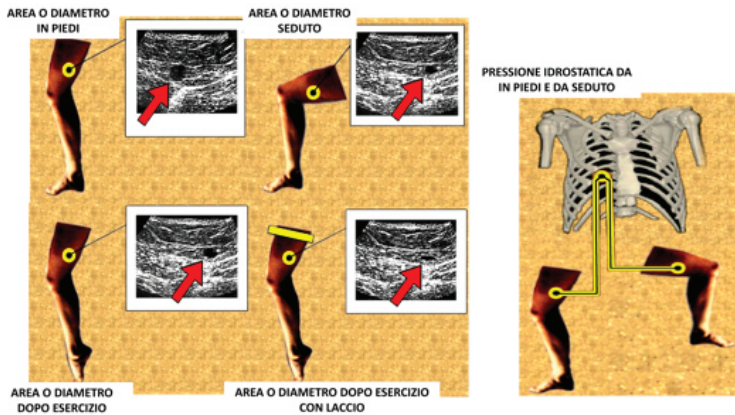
Metodo clinico ultrasonoro e non invasivo di misurazione dei 6 parametri necessari a determinare la misura della pressione venosa deambulatoria e della compliance della grande safena. Nota: si tenga conto che nella determinazione della compliance dinamica (dopo esercizio) se si usa il laccio bisogna esseri certi che occluda la safena.
